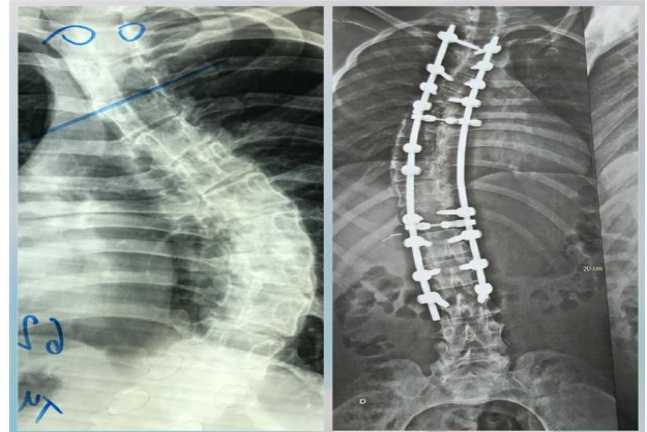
Exames de Raio-x (antes da fixação por artrodese toracolombar) e Tomografia Computadorizada (após a artrodese toracolombar).
